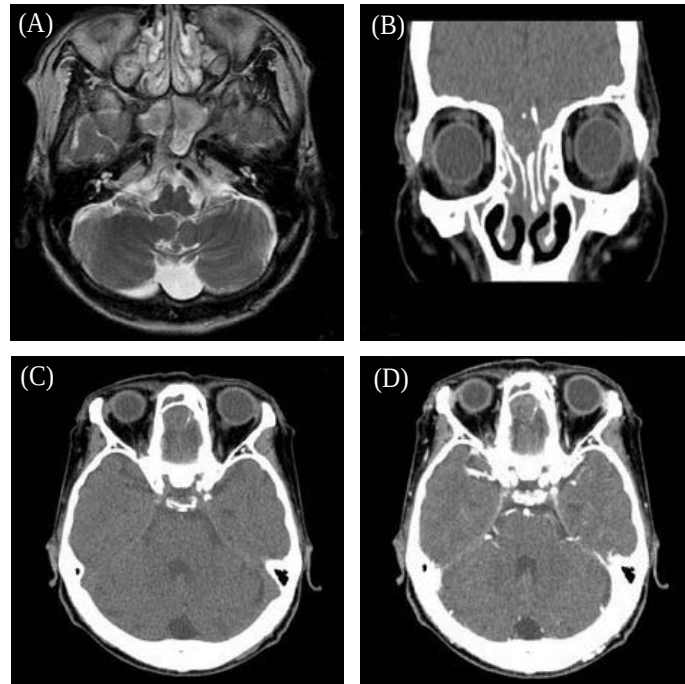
(A) T2 weight axial image reveals sinusitis involved in the both ethmoid, maxially and sphenoid sinuses. (B) Non enhanced CT coronal: Brain computer tomography shows bony destruction with subtle enhancing mass in the olfactory groove. (C) Non enhanced CT axial: Brain computer tomography shows bony destruction with subtle enhancing mass in the olfactory groove. (D) Contrast enhanced CT axial: Brain computer tomography shows bony destruction with subtle enhancing mass in the olfactory groove.
